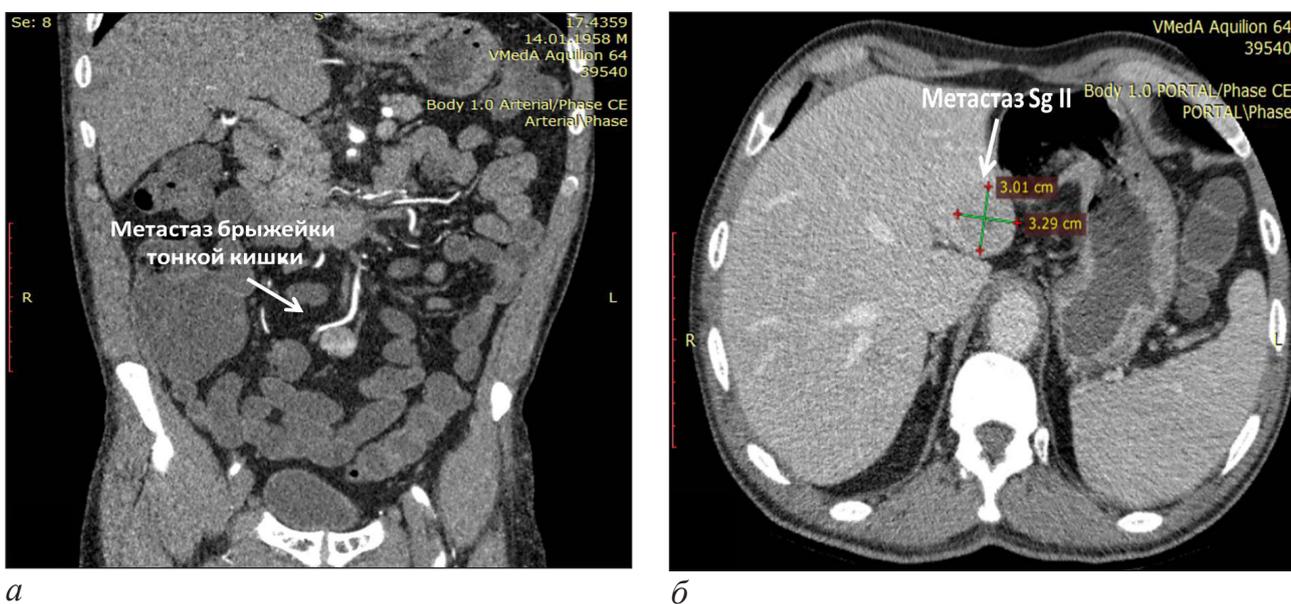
Компьютерные томограммы больного Ш., 59 лет, с НЭО тонкой кишки: а – метастаз НЭО в брыжейке тонкой кишки (стрелка); б – метастаз SgII печени (стрелка)
